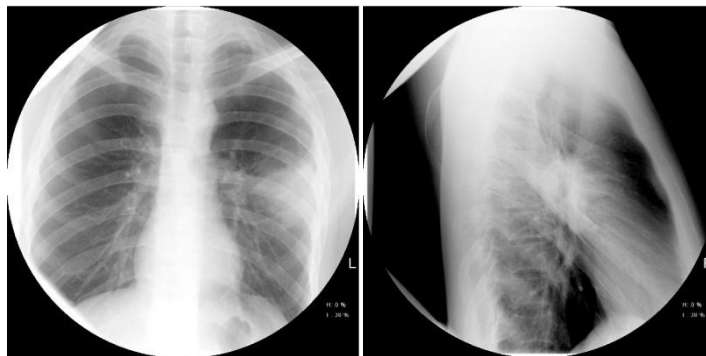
Рентгенография легких при выписке
